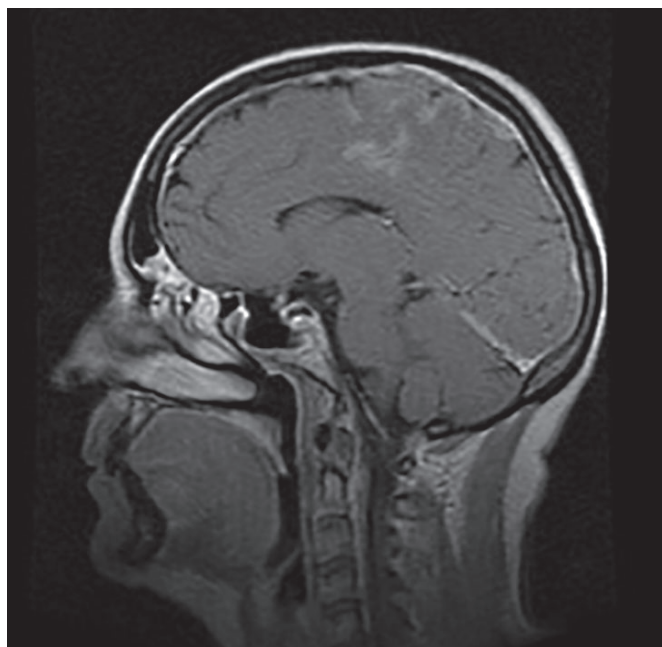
Больная Б., 56 лет. Магнитно-резонансная томография головного мозга с контрастным усилением. Определяется участок гиперинтенсивного сигнала, соответствующий картине ишемического повреждения головного мозга
